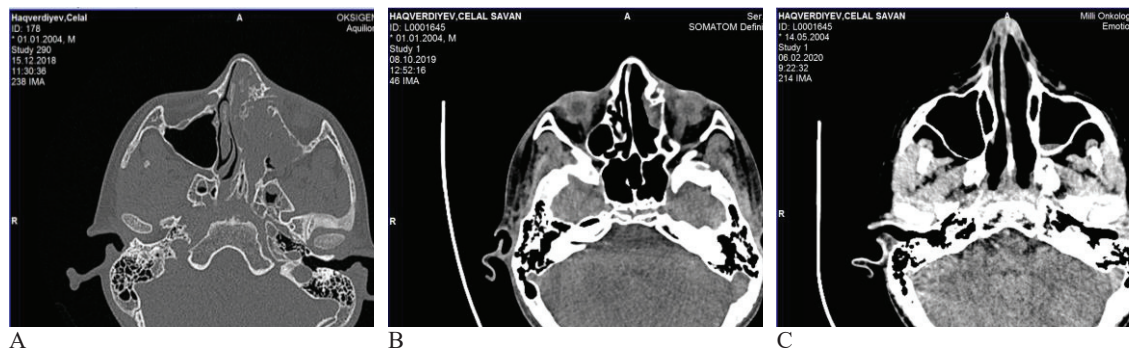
КТ лицевого черепа у пациента Х.Д.Ш. А-до операции: обширная опухоль в левой носовой полости с деструкцией ячеек решетчатого лабиринта, стенок орбиты и верхнечелюстной пазухи; В- 6 мес после операции и С-12 мес после операции
